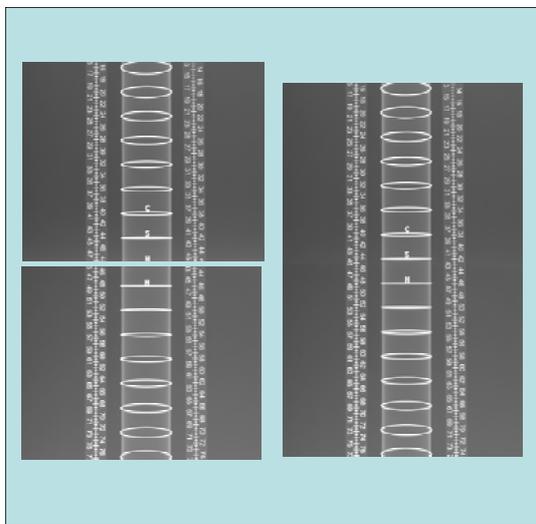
Einzelne und zusammengesetzte Bildbeispiele, die mit der Methode zum Kippen der Röntgenquelle (links) bzw. mit der Methode zur Übertragung der Röntgenquelle (rechts) aufgenommen wurden
